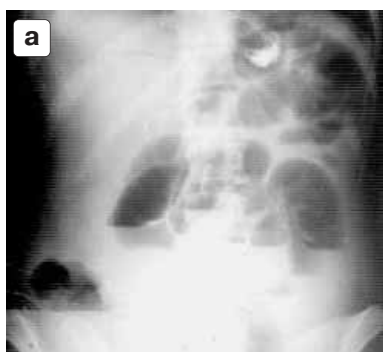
а, б – обзорные прямые рентгенограммы брюшной полости. Вертикальное положение. Низкая обтурационная тонкокишечная непроходимость в связи с обтурацией правой половины толстой кишки. Определяются множественные тонкокишечные арки с короткими горизонтальными уровнями жидкости, газ и жидкость в правых отделах ободочной кишки.
